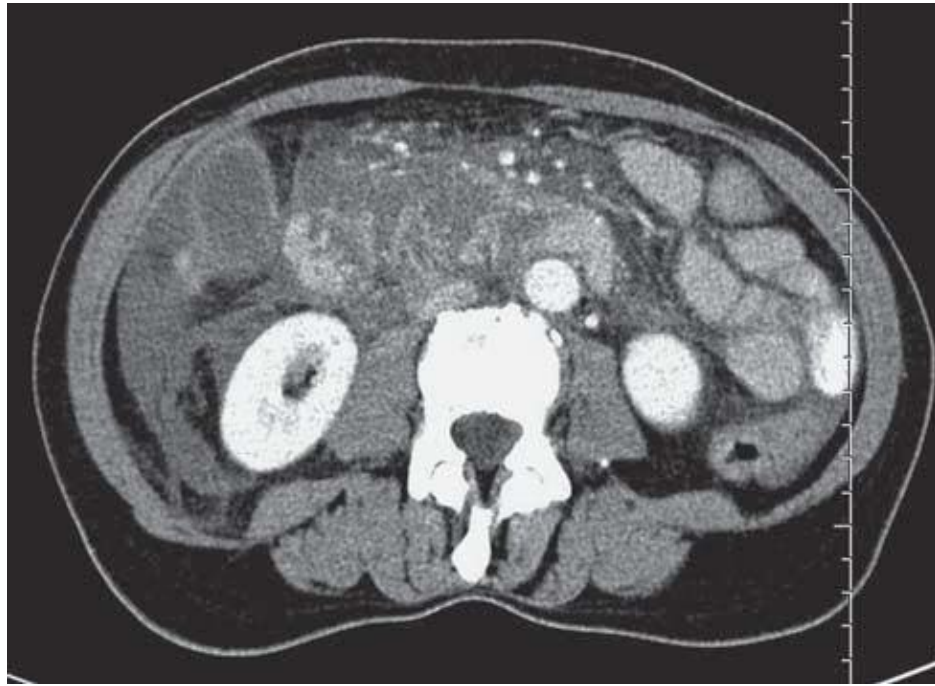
Компьютерная томография острого панкреатита средней степени. Отмечается наличие выраженного увеличения размеров поджелудочной железы, нечеткость и неровность контуров. Структура железы неоднородная, ввиду наличия гиподенсных очагов при контрастировании.
